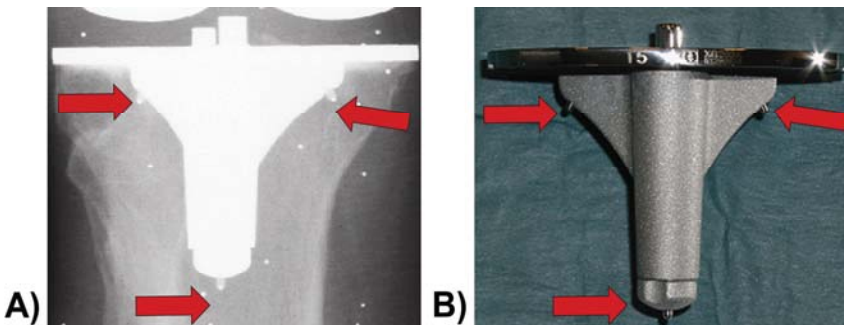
Eine Markerbestückung bzw. ein spezielles Implantatdesign ist für die Marker-Based RSA-Methode notwendig. (A) RSA-Röntgenbild der tibialen Knie-Endoprothesenkomponente. Die drei Messmarker sind eindeutig im Röntgenbild zu identifizieren (rote Pfeile). (B) Tibiale RSA-Komponente einer Knie-Total-Endoprothese – am Endoprothesenschaft und unterhalb des Tibia-Plateaus sind insgesamt drei zusätzliche Messmarker angebracht (rote Pfeile).
